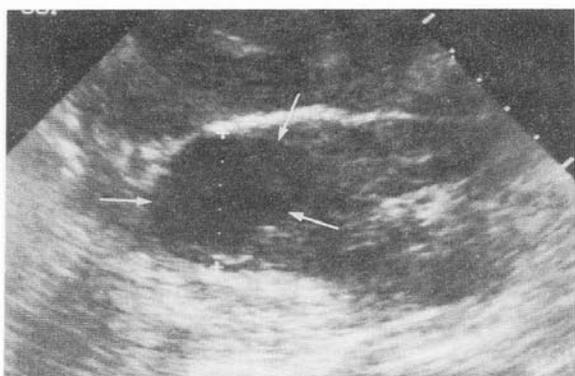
Ecografía que muestra una imagen nodular e hipocogénica en el polo superior del riñón derecho (flechas)
